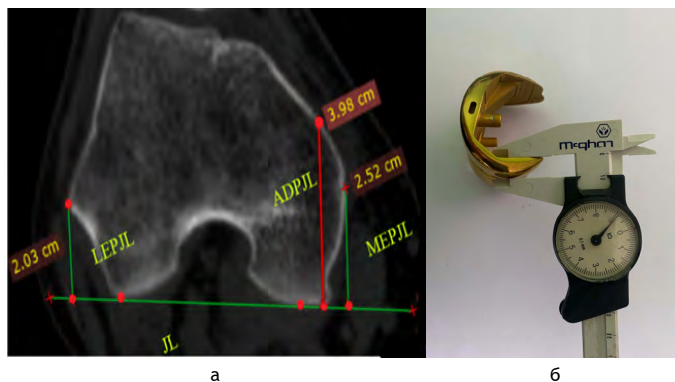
А - КТ коленного сустава в аксиальной проекции: планирование уровня сгибательной щели, б - измерение толщины заднего фланца эндопротеза.
